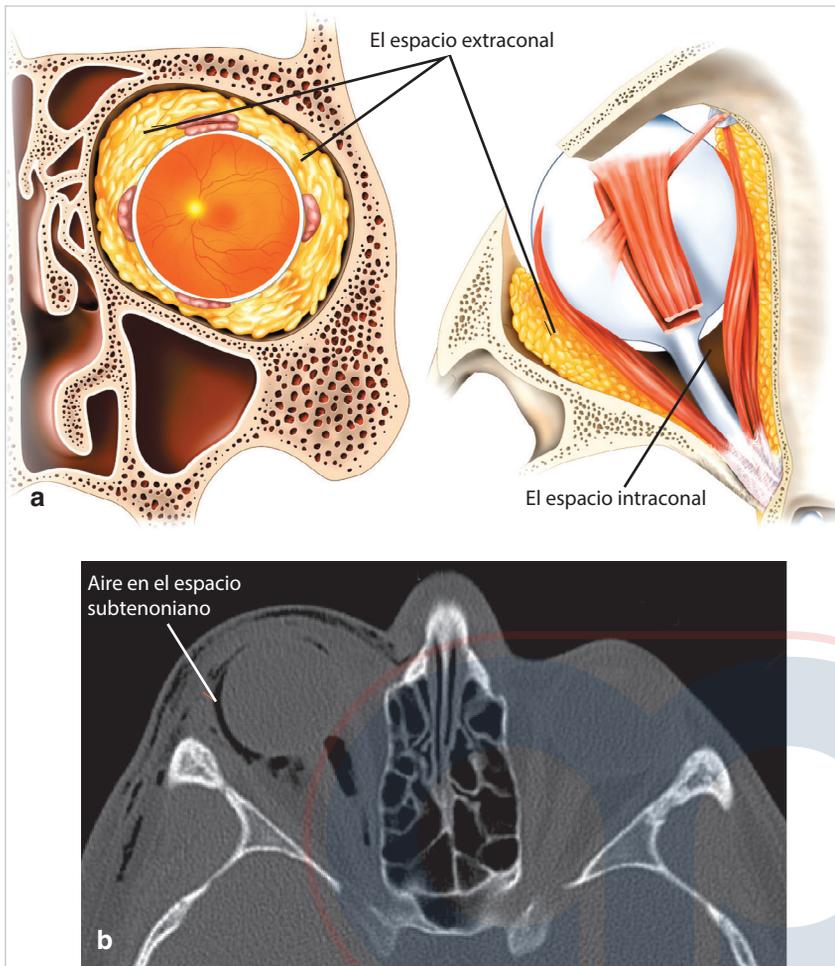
(a) Los espacios intraconal y extraconal de la órbita. (b) Una TC axial muestra aire dentro del espacio subtenoniano de la órbita derecha del paciente después del traumatismo.
